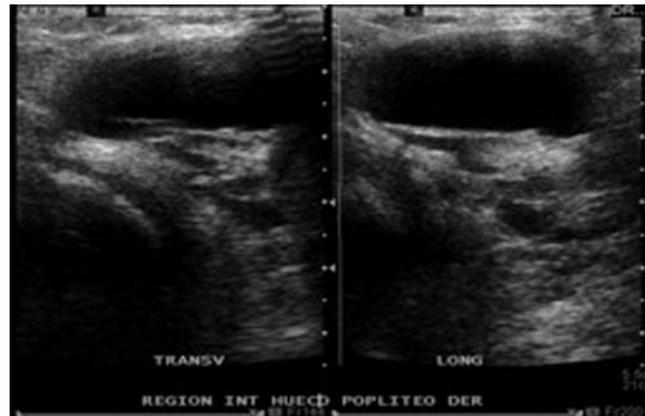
Ultrasonido del hueso poplíteo. Se identifica una lesión anecoica de bordes regulares, bien definida con reforzamiento acústico posterior, entre los músculos gemelo medial y semimembranoso: quiste de Baker.
